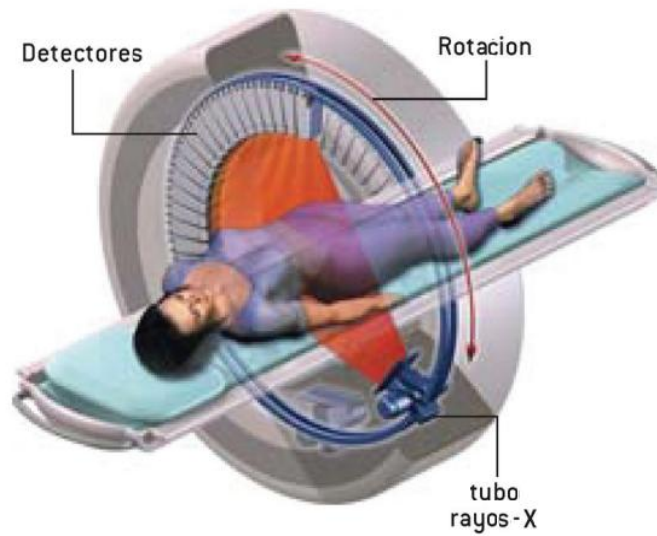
c) Escáneres de CT de tercera generación.
